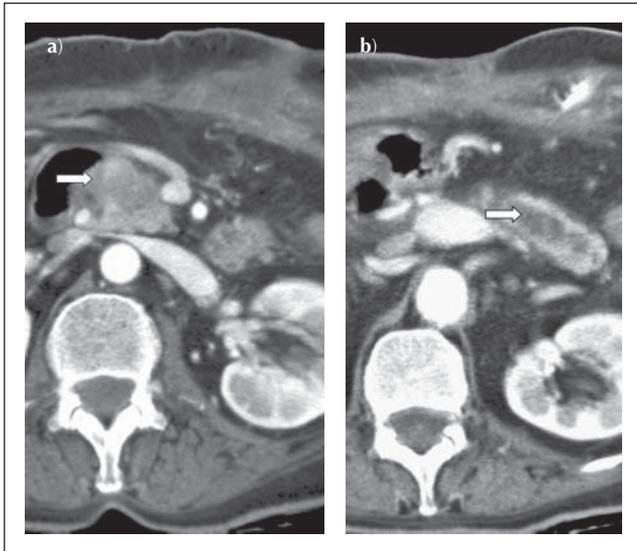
a) Die sich erstmals darstellende hypodense Raumforderung (→) im Pankreaskopf führt zu b) zunehmender Pankreasgängerweiterung (→) im Korpus/Schwanz (CT 13.9.05).
